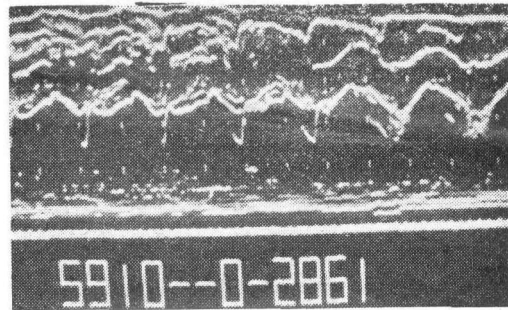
M型超声心动图 示原发孔ASD二尖瓣“尖钉样E峰”改变，室间与左室后壁同向运动、双室内径增大
